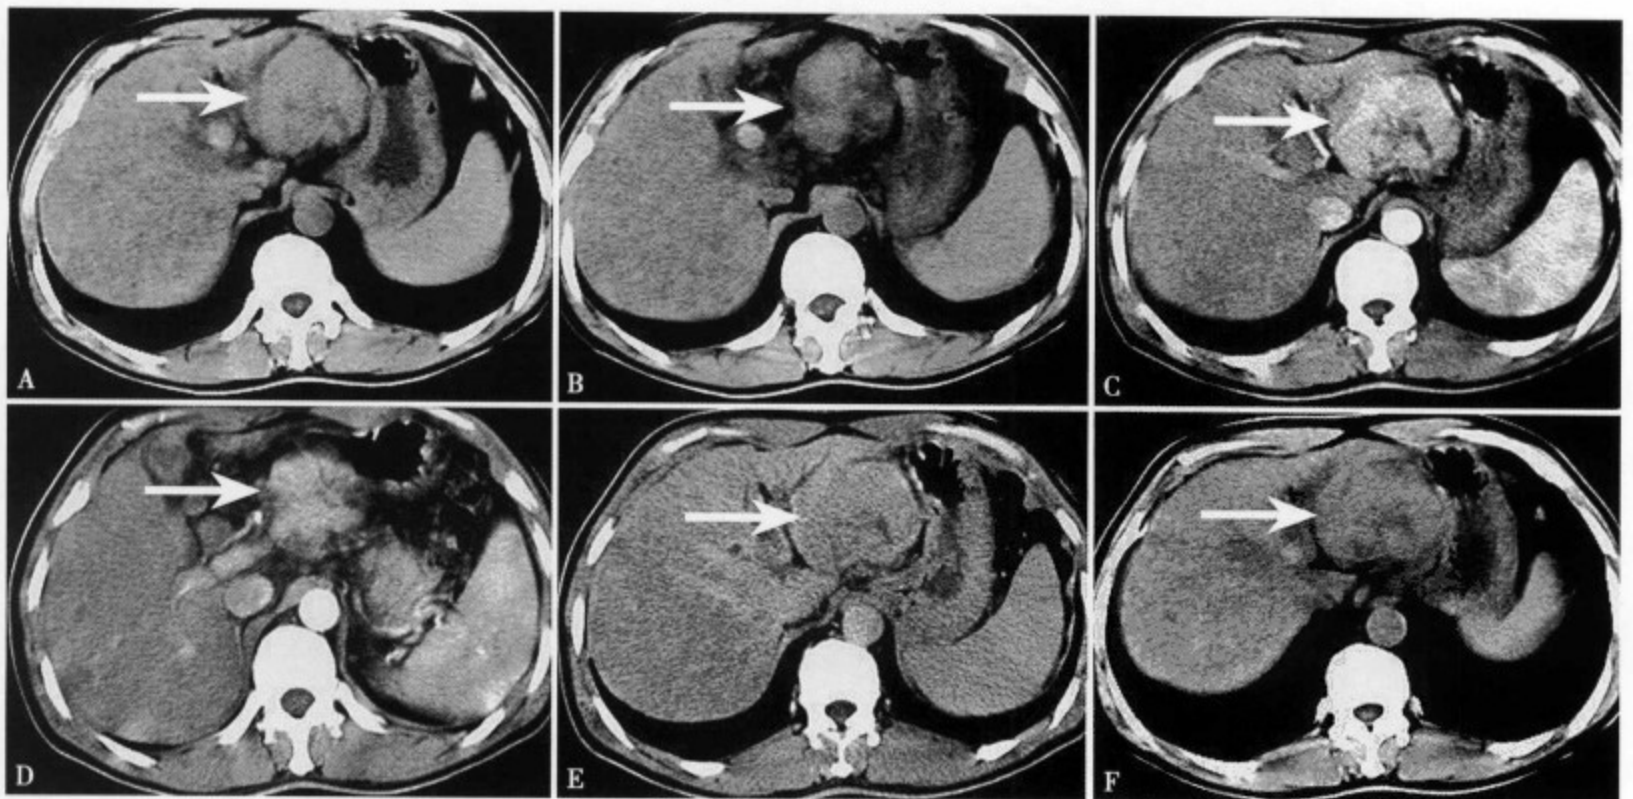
(A) 肝左叶下缘外生型肝细胞癌 (II 型)，CT 平扫显示肝右叶直径约 4.5cm 类圆形均匀等密度肿块，边缘大致清楚；(B) 肿瘤明显向肝外生长；(C) 增强 CT 动脉期显示肿瘤明显强化，中心部密度不太均匀；(D) 动脉期肝外病灶同肝内病灶均明显强化；(E) 静脉期病灶仍有轻度强化；(F) 延迟期病灶无强化
